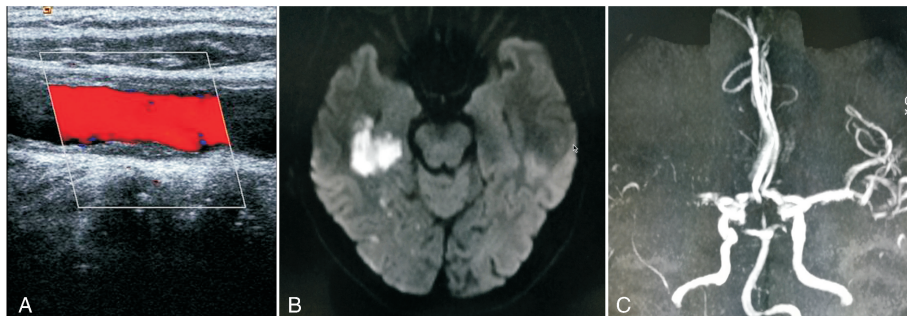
典型病例脑梗死磁共振成像图 A 为右侧颈总动脉窦部后壁斑块伴局部血流充盈缺损;B 为 DWI 提示右侧颞叶脑梗死;C 为 MRA 示右侧大脑中动脉闭塞。
